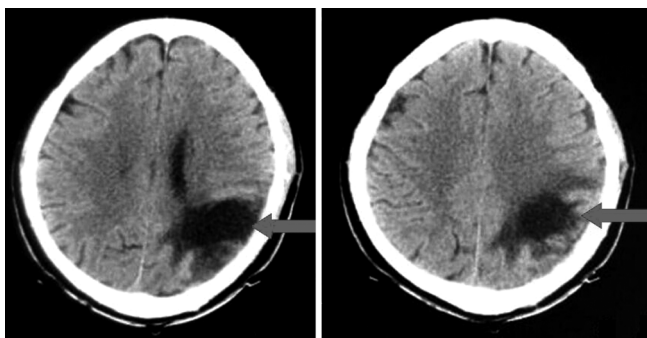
头颅 CT 示左侧颞顶枕叶血肿清除术后改变
